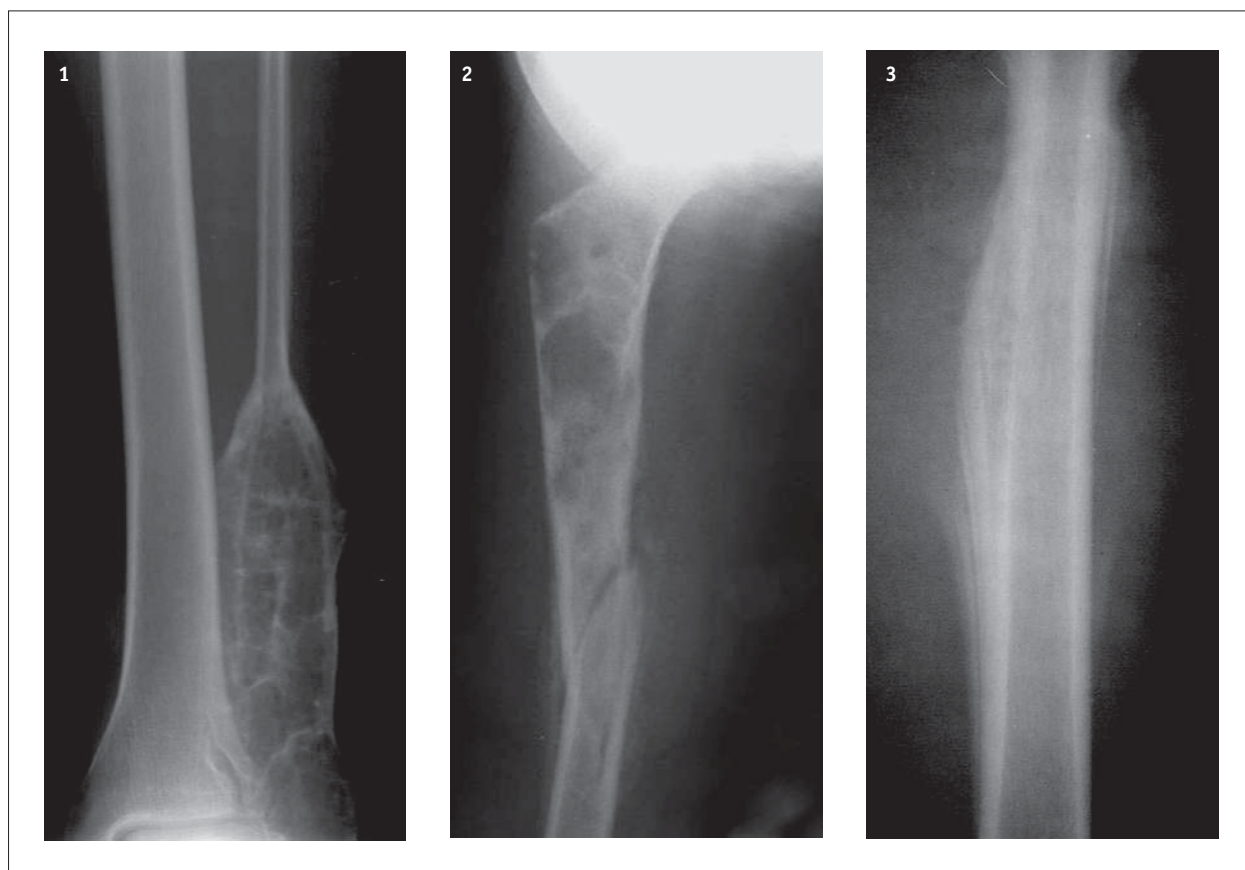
X-ray, aneurysmal bone cyst – cyst with bone septa causing extensive “blowing up” of the bone
